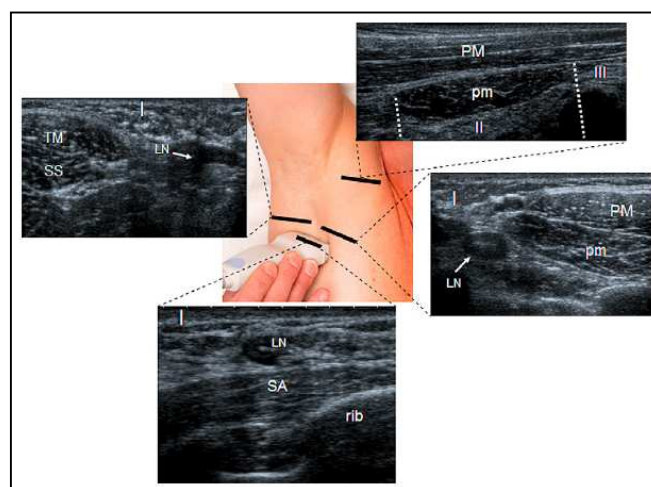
Recherche de ganglion sentinelles (LN) par imagerie ultrasonore suivant différents niveaux anatomiques (I, II et III) (47)
